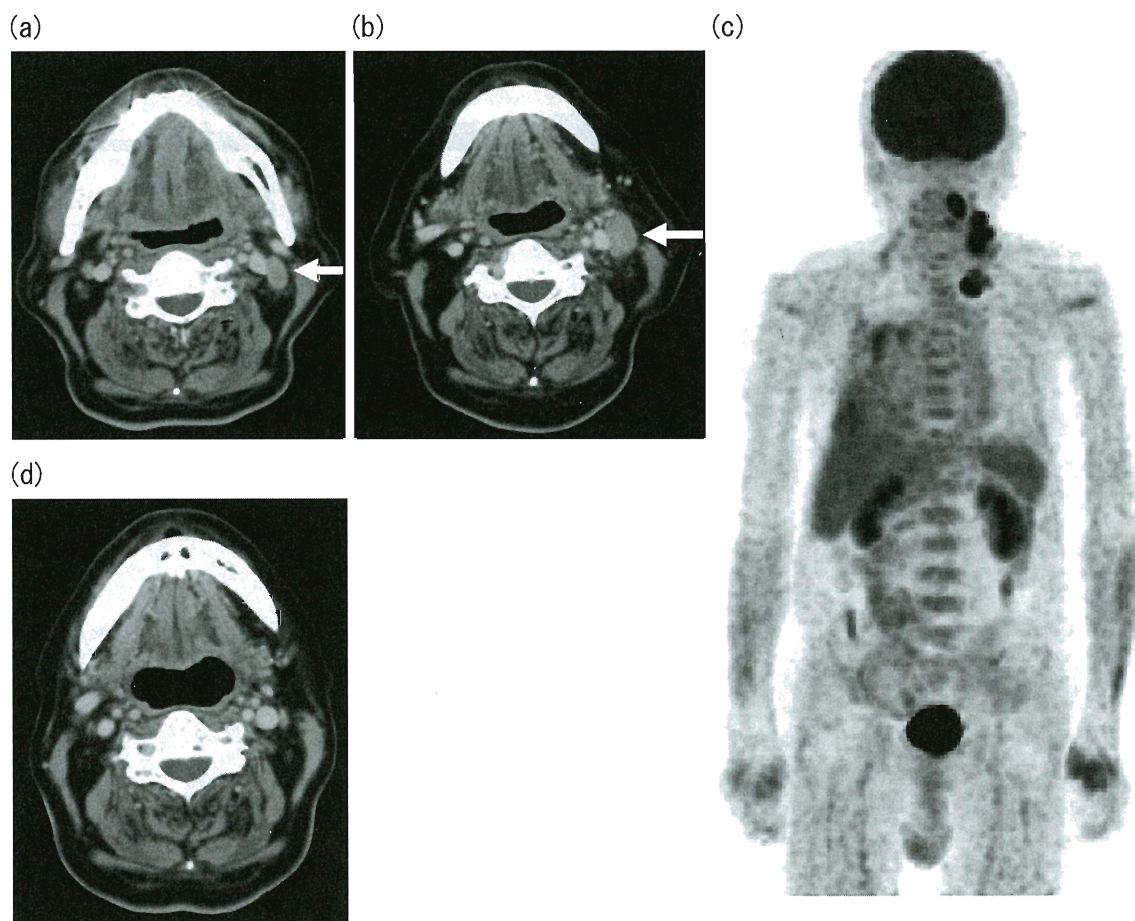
Radiographic findings: (a) A computed tomography scan obtained before PSL administration showed a left internal jugular lymph node about 1 cm in diameter (arrow). (b) The enlarged left cervical lymph node (arrow) was detected 1 month after the start of eltrombopag olamine. (c) Positron emission tomography showed pronounced uptake of fluorodeoxyglucose in the left tonsil, cervical nodes, and supraclavicular nodes. (d) Enlargement of lymph nodes disappeared after the completion of R-CHOP therapy.
